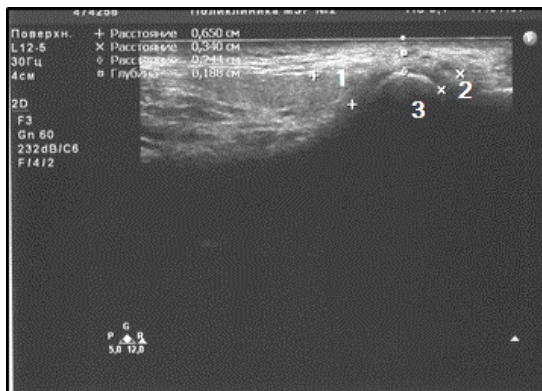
Изображение правого ВНЧС пациента К. при УЗИ до артропункции.
